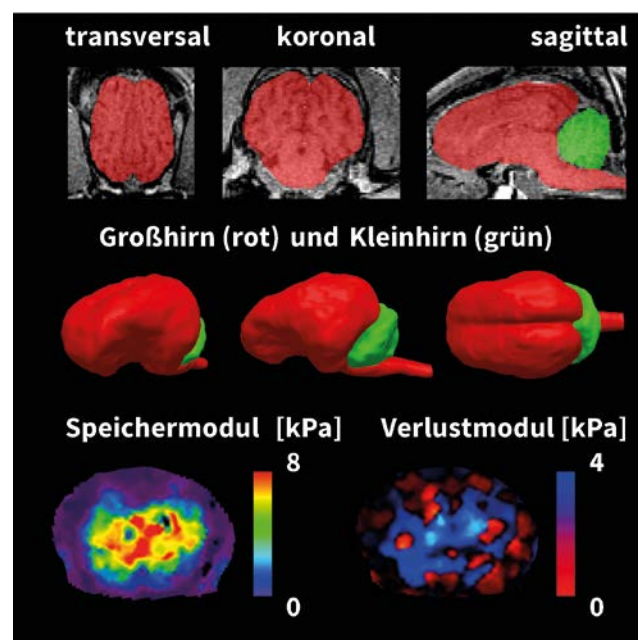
Magnetresonanz-Elastographie des Schweinehirns. Semiautomatische Segmentierung des Groß- und Kleinhirns in transversalen, koronalen und sagittalen Schichten des T1-gewichteten strukturellen Magnetresonanzbildes. Dreidimensionale, laterale und axiale Ansichten der volumetrischen Rekonstruktion. Speicher- und Verlustmodul eines repräsentativen Querschnitts.
